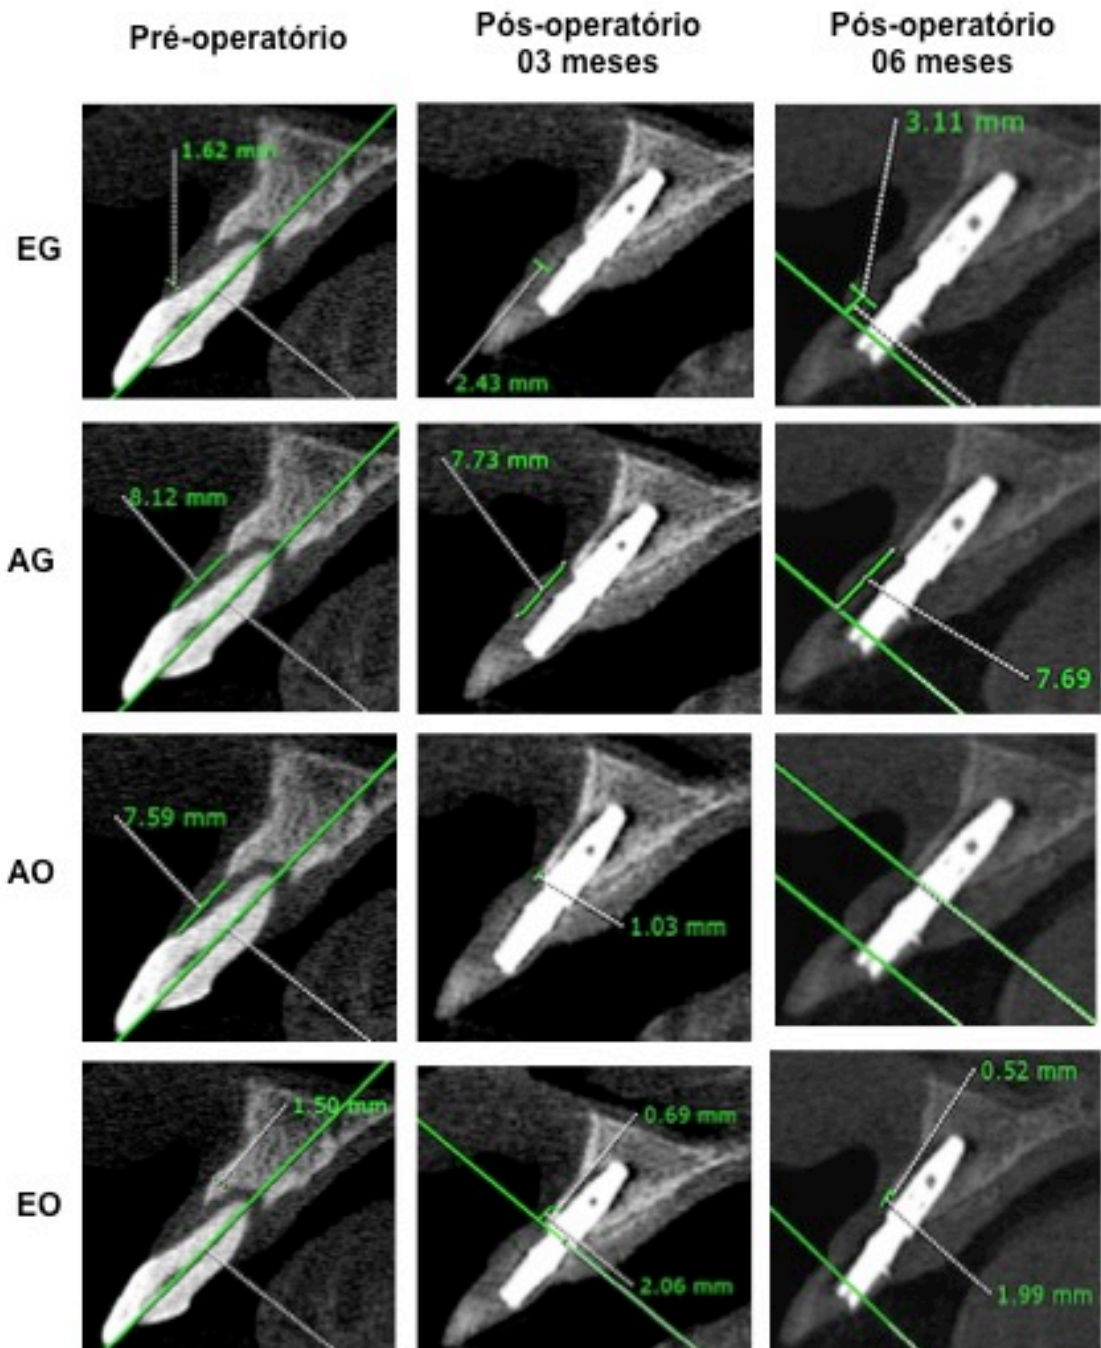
Paciente 3 - Medidas lineares pré e pós-operatórias obtidas pela tomografia computadorizada de feixe cônico utilizando afastador labial. EG: Espessura de tecido mole; AG: Distância entre margem gengival e a crista óssea vestibular; AO: Distância da crista óssea vestibular à junção amelocementária ou à plataforma do implante; EO: Espessura do osso vestibular.
